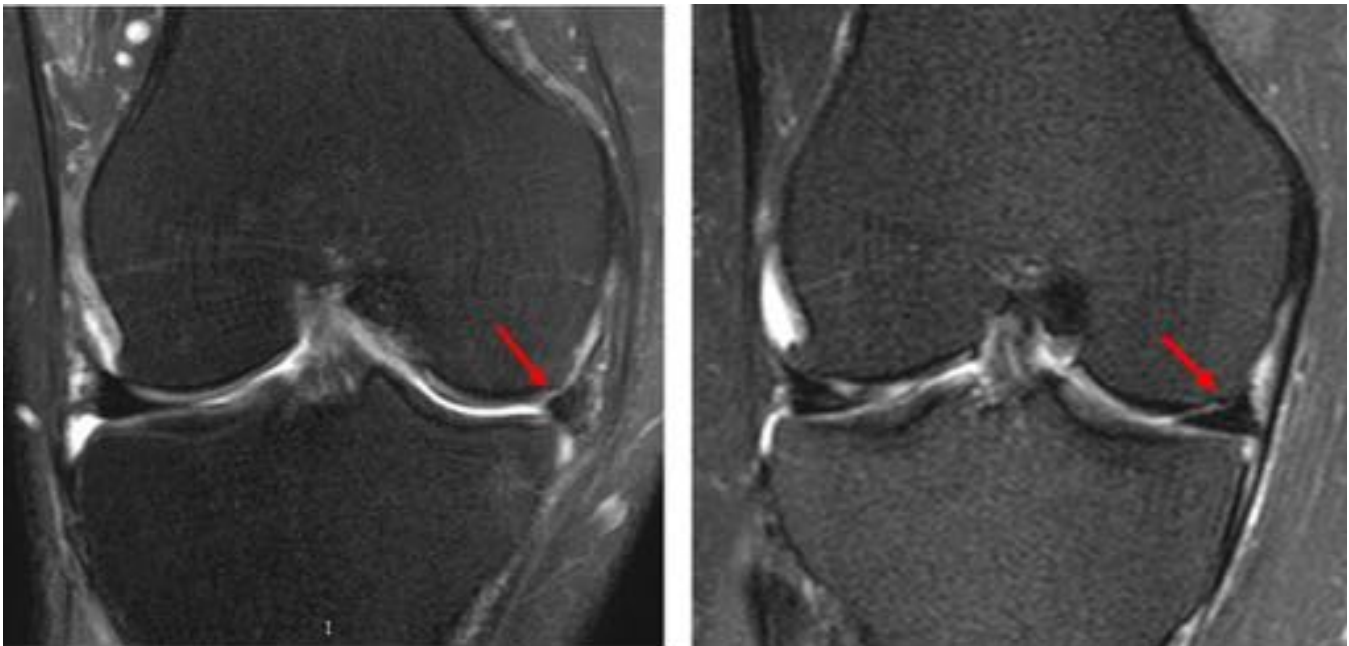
A. Imagen de RM coronal T2 SPIR en la que se objetiva extrusión parcial del cuerpo meniscal trasplantado (flecha). En B, otro paciente, en el que se encuentra normoposicionado.
